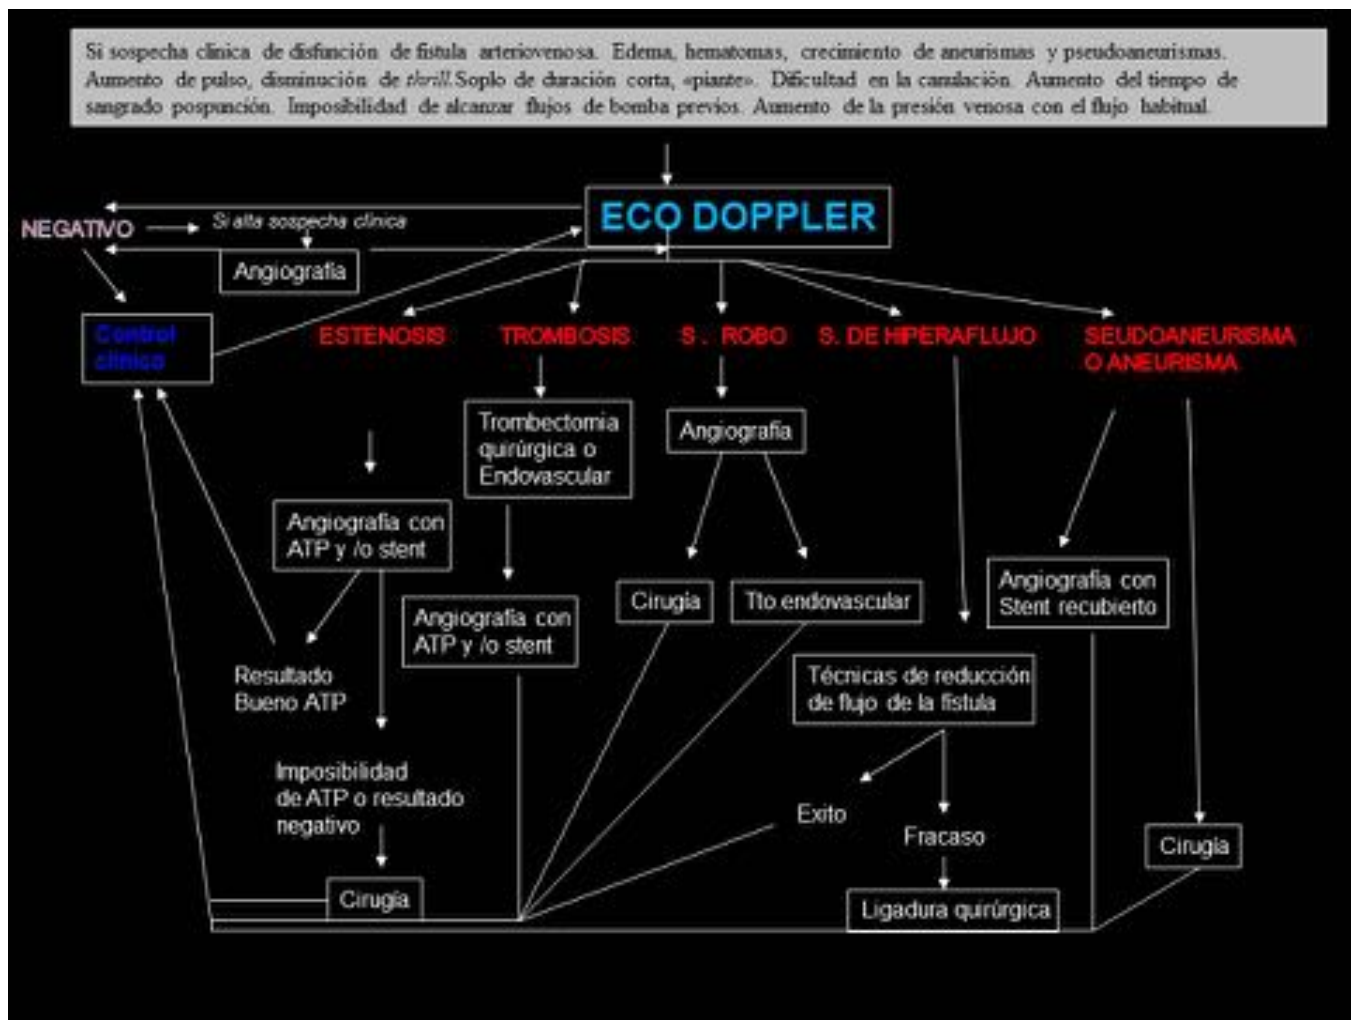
Protocolo de seguimiento de Acceso Vasculare de Hemodiálisis disfuncionante con Eco Doppler. Hospital Universitario 12 de Octubre. -Dr. Sánchez Guerrero, Dr. Núñez Alonso: Servicio de Radiodiagnóstico. Unidad de Radiología Vasculare Intervencionista. -Dr. Enrique Morales, Dr. Eduardo Gutiérrez: Servicio de Nefrología.
